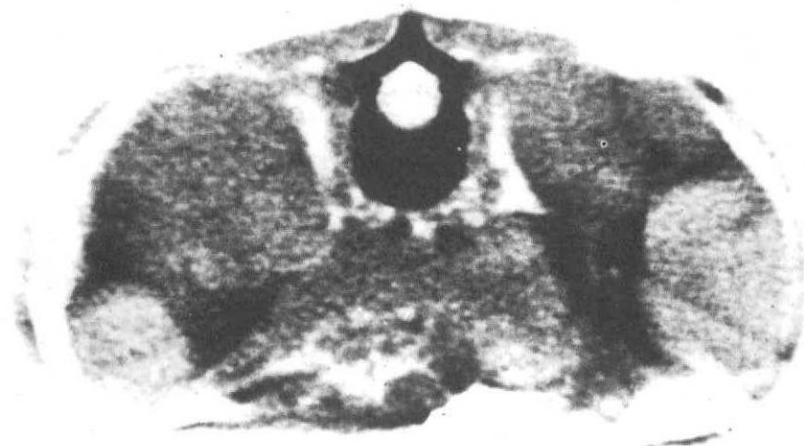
Nefroblastomatosis superficial difusa: TAC. Nótese la nefromegalia masiva y las lobulaciones.
